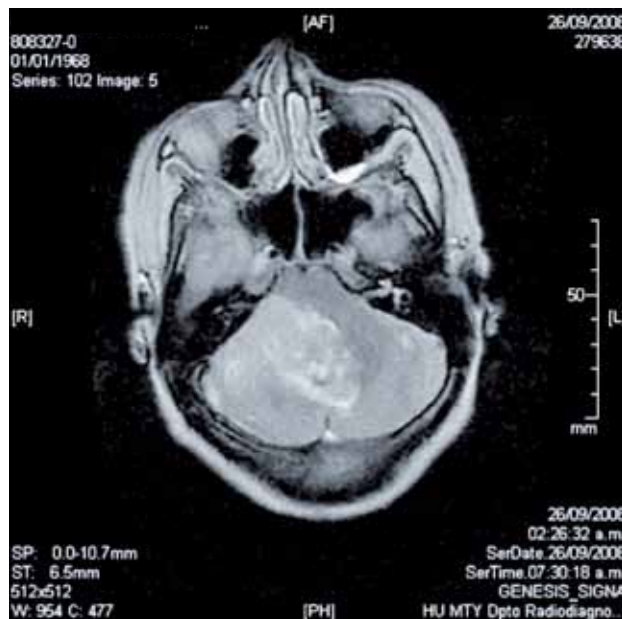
Corte axial de una resonancia magnética nuclear en T1 en el que se observa una lesión de apariencia extraxial, que ocupa la porción anterosuperior del hemisferio cerebeloso derecho.
